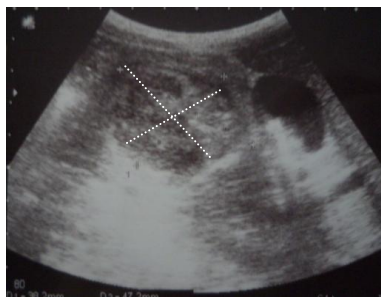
Ultrasonografia bolnavului C
